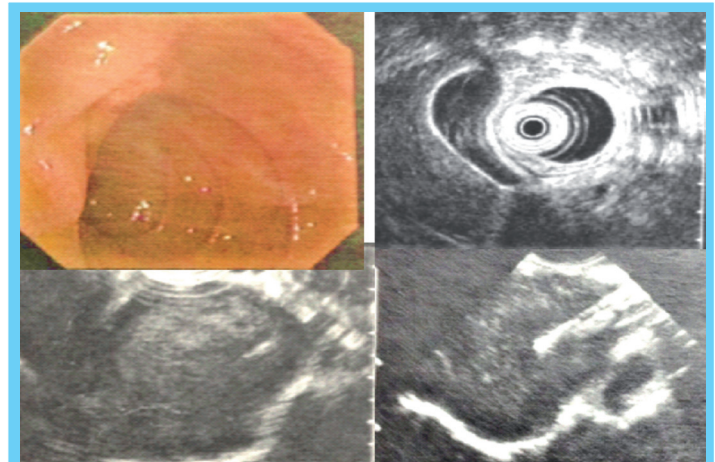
Ultrasonido Endoscópico 18-08-2008
